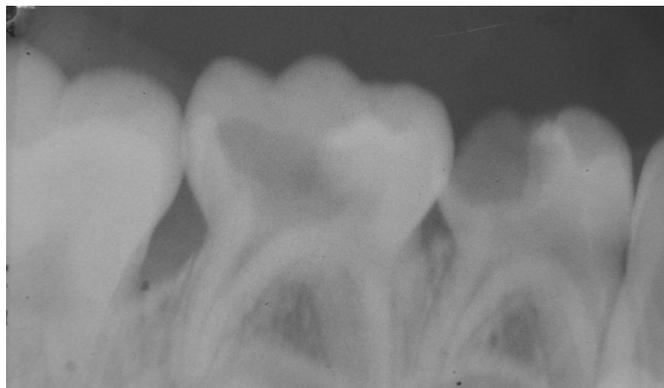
Raio-x periapical inicial - dente 85.
